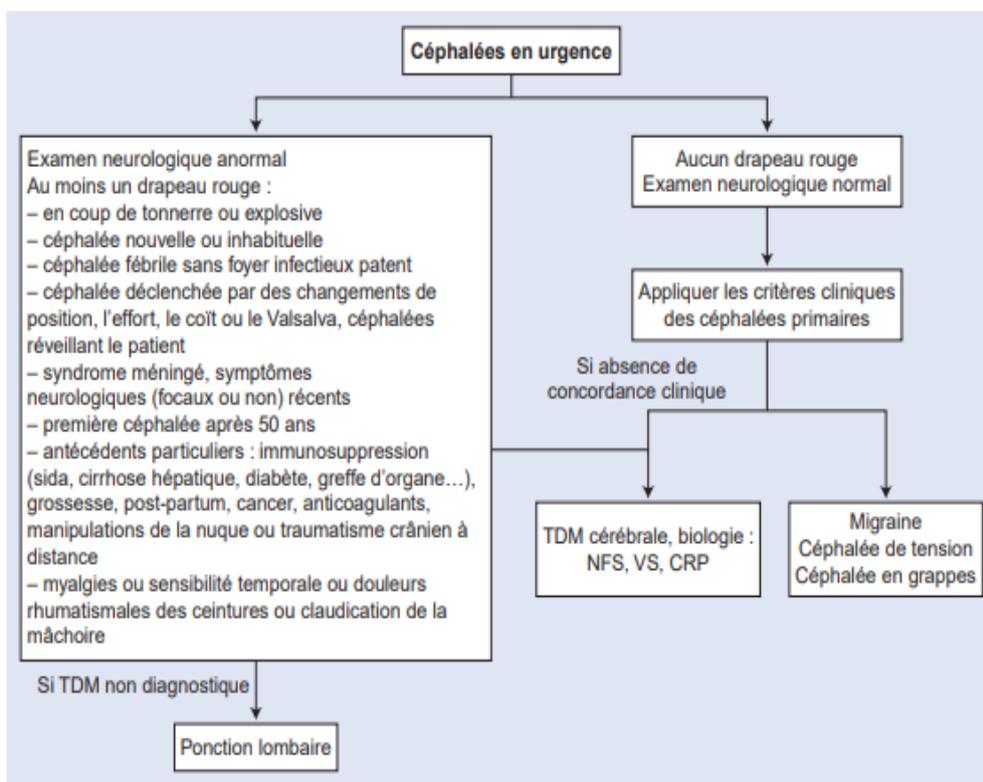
Arbre décisionnel. Prise en charge des céphalées non traumatiques de l'adulte. TDM: tomodensitométrie; NFS: numération formule sanguine; VS: vitesse de sédimentation; CRP: c reactive protein.
